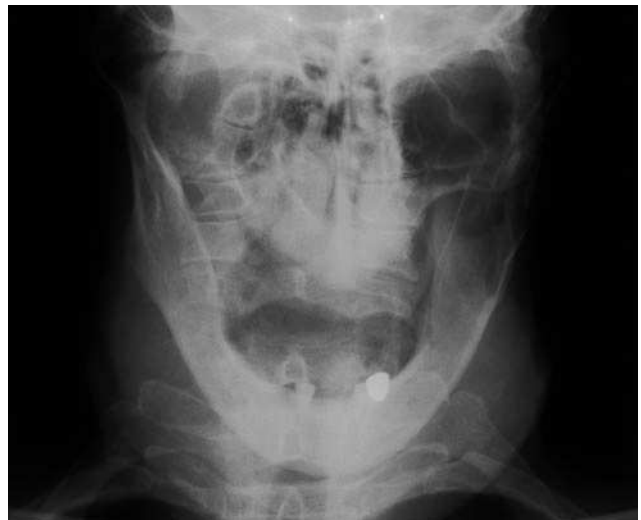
Radiografía PA de la mandíbula. Ensanchamiento de la porción superior de la rama, difuminación de la delimitación cortical.
